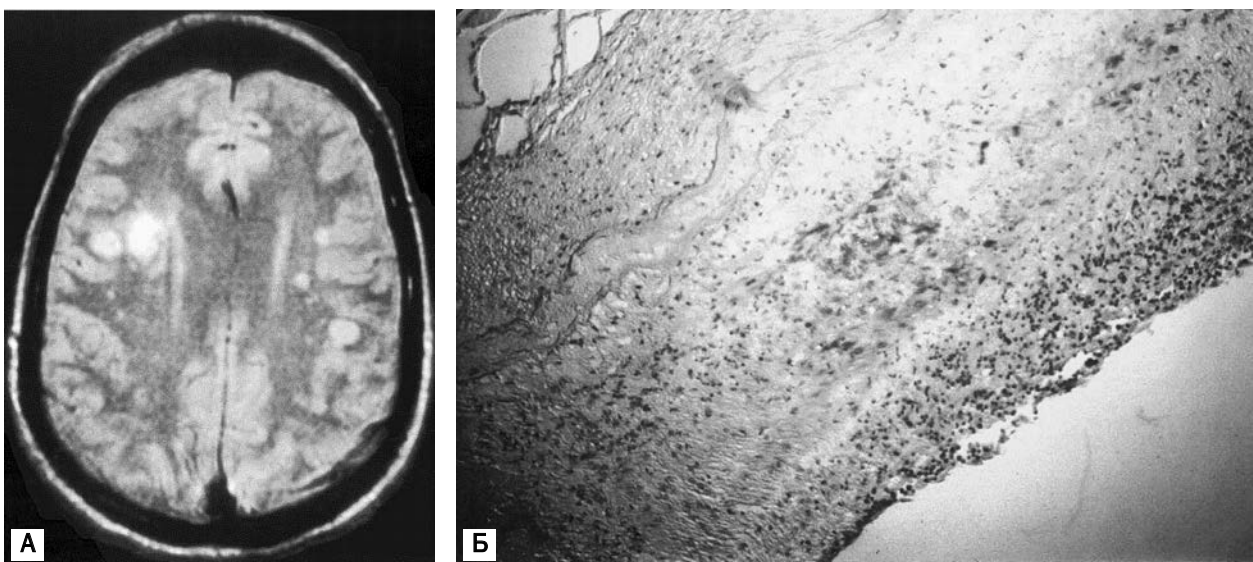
МРТ-картина церебрального VZV-васкуліту (А) і дані імуногістохімічного дослідження біоптату ураженої артерії (Б) після додавання мічених специфічних імуноглобулінів до VZV (за даними Donald H. Gilden та співавт.)
